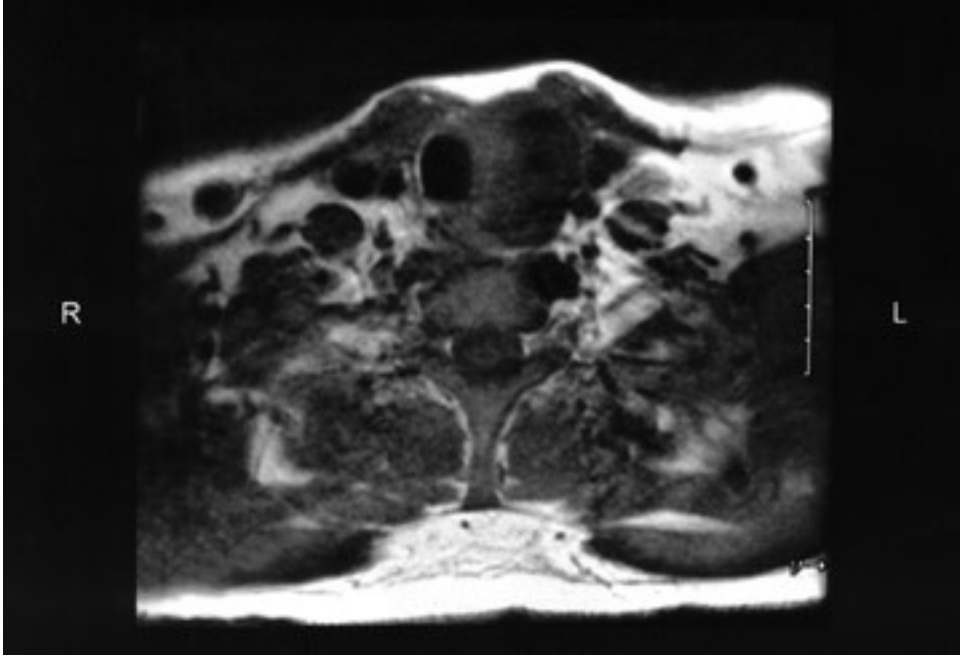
Hurthle cell tümörlü olgunun BT incelemesi.
